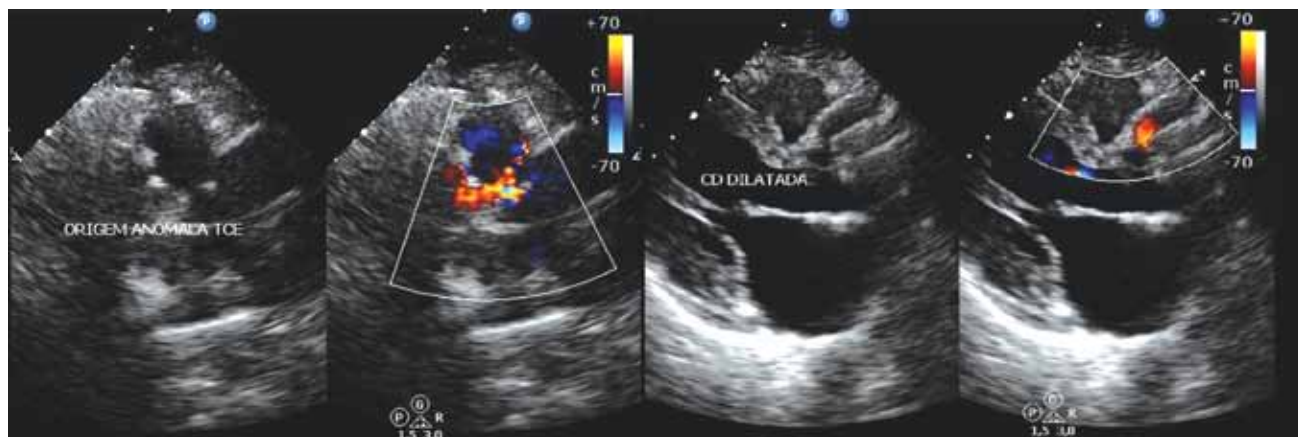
Ecocardiograma com Doppler a cores. A. Origem anômala do tronco da artéria coronária esquerda (TCE), onde o fluxo retrógrado da artéria coronária esquerda (ACE) da artéria pulmonar (AP) é visualizado por Doppler a cores. B. Artéria coronária direita (CD) dilatada.
